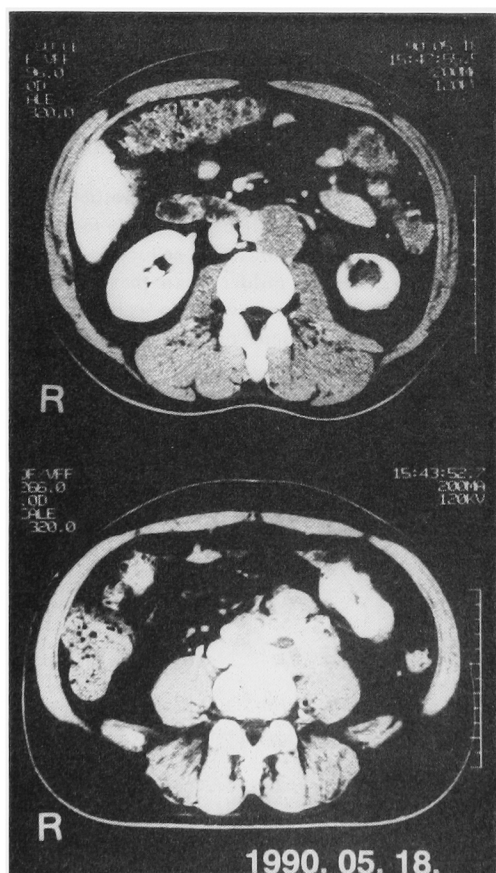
A CT scan shows the left hydronephrosis and retroperitoneal metastases.
